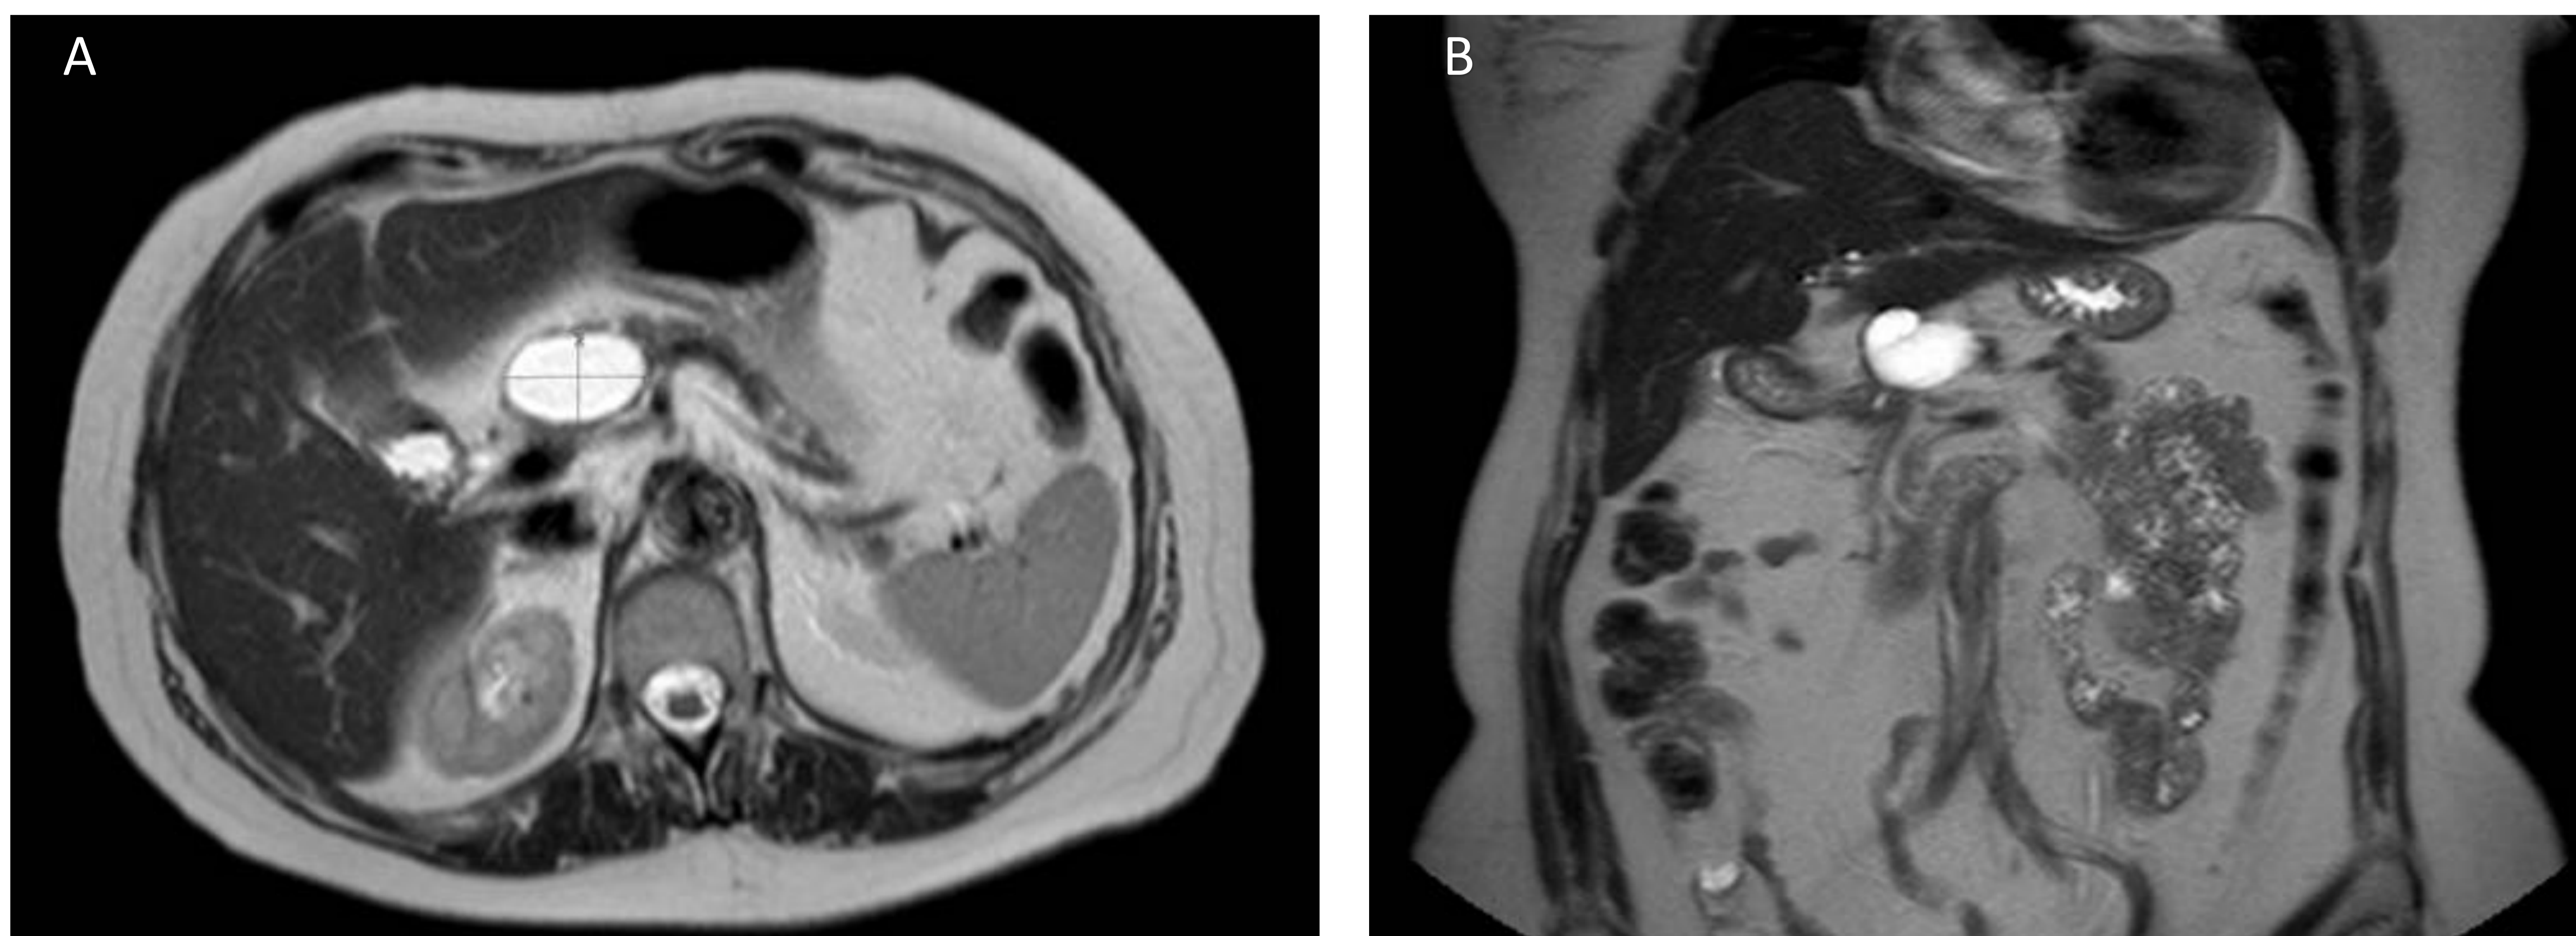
Misma paciente. RM con CIV. A axial T2, B. Coronal T2. Imagen quística con septo incompleto en su interior, inespecífica desde el punto de vista radiológico en cuello pancreático que mide 38 x 24 x 27 mm. (TR x AP x CC) y que puede corresponder a un quiste, a una tumoración quística e incluso si hubiera habido historia clínica de pancreatitis a un pseudoquiste.
